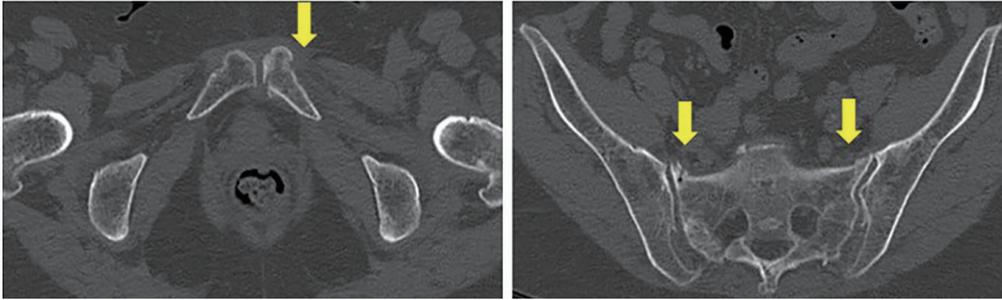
骨盤 CT 像 左恥骨骨折、両仙骨骨折 (+)
